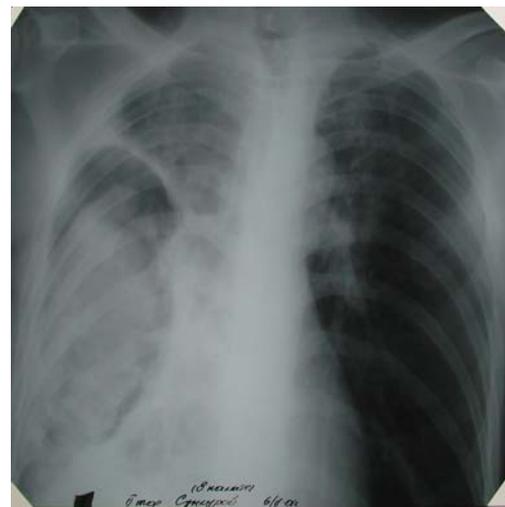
Обзорная рентгенограмма больного С., 53 лет. После состоявшегося легочного кровотечения тяжелой степени: правое легкое уменьшено в объеме, затемнено. Определяется большая плевролегочная полость, заполненная сгустком крови
